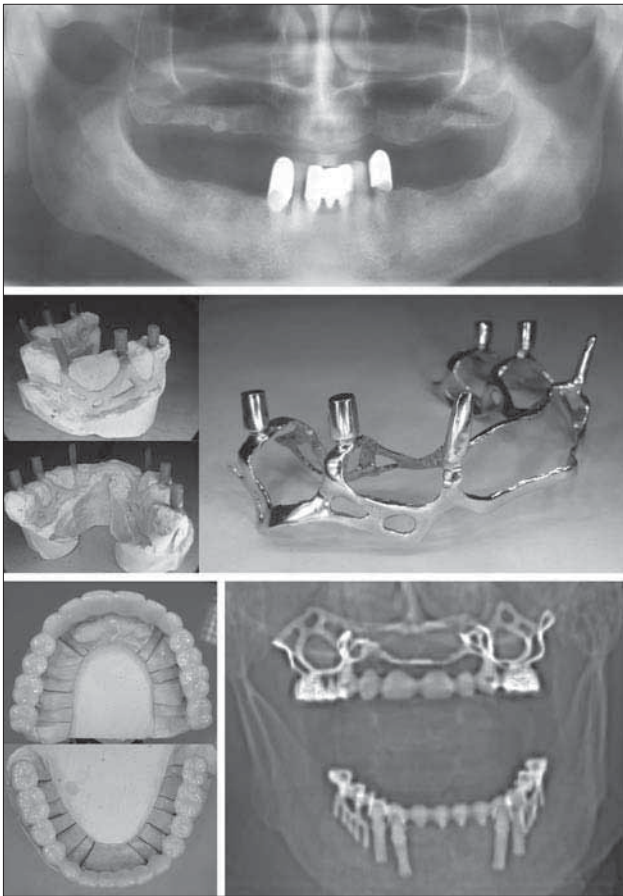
Этапы лечения пациента К., 50 лет, с применением метода субпериостальной экспресс-имплантации: а — ортопантомограмма до лечения; б — восковые аналоги имплантата и готовая конструкция перед имплантацией; в — виды протезов на модели; г — томограмма челюстей через 4 года после имплантации.
